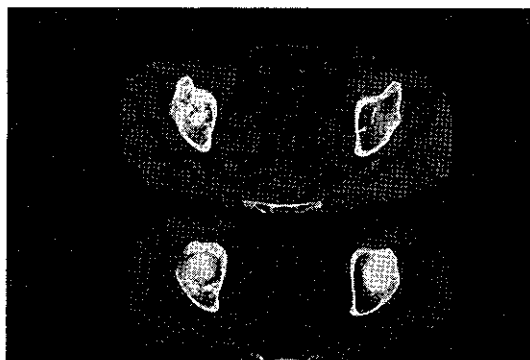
発症後1ヶ月のCT。白蓋後上方に骨折線を認める。
